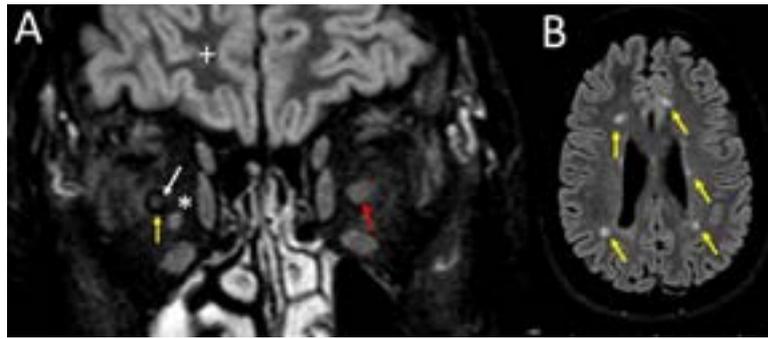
A. Corte coronal de órbitas de secuencia STIR-FLAIR. En esta secuencia se suprime la señal del líquido cefalorraquídeo que rodea al fascículo óptico (flecha amarilla) y la señal de grasa orbitaria (asterisco). El fascículo óptico (flecha blanca), en condiciones normales presenta una intensidad de señal intermedia y es isointenso a la sustancia blanca (cruz blanca). En casos de neuritis hay un engrosamiento y aumento de la intensidad de señal de fascículo óptico (flecha roja). B. Corte axial STIR-FLAIR de cráneo en que se identifican varias lesiones hiperintensas subcorticales, yuxtacorticales y periventriculares (flechas amarillas). Los hallazgos son compatibles con neuritis óptica izquierda en el contexto de esclerosis múltiple.
